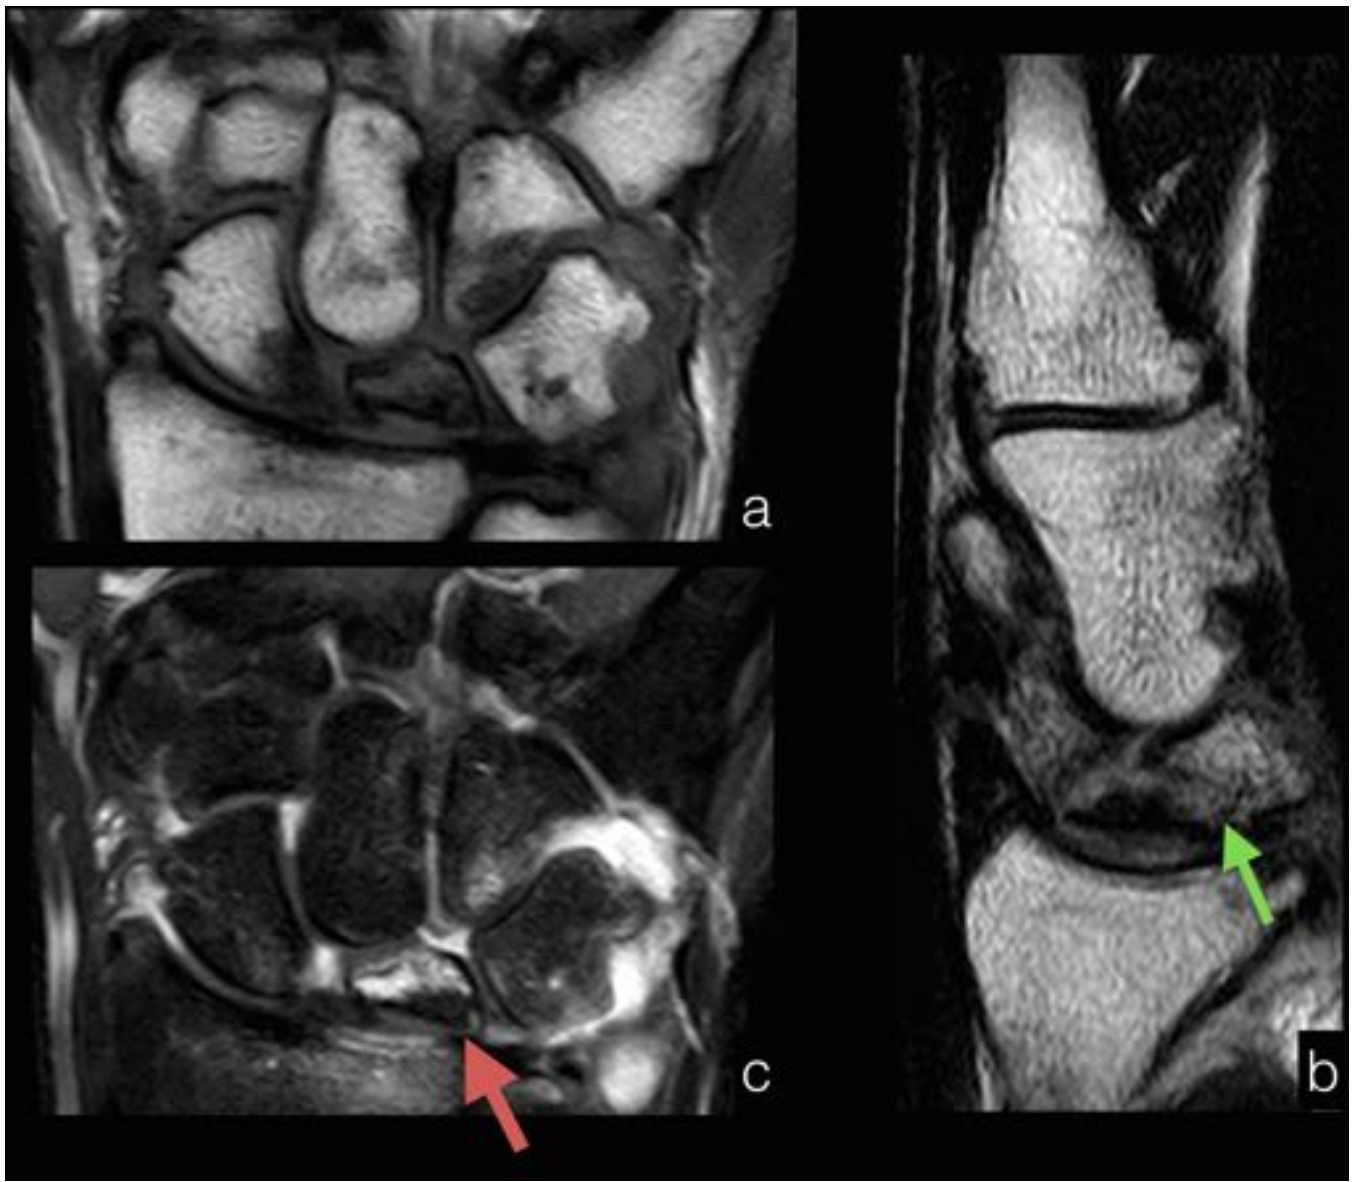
RM del paciente anterior. En las imágenes coronales y sagitales T1 (a y b) se observa edema óseo y multifragmentación del semilunar (flecha verde). Las secuencias T1-supresión grasa con gadolinio revelan un foco de ausencia de realce en el semilunar sugestivo de necrosis.
